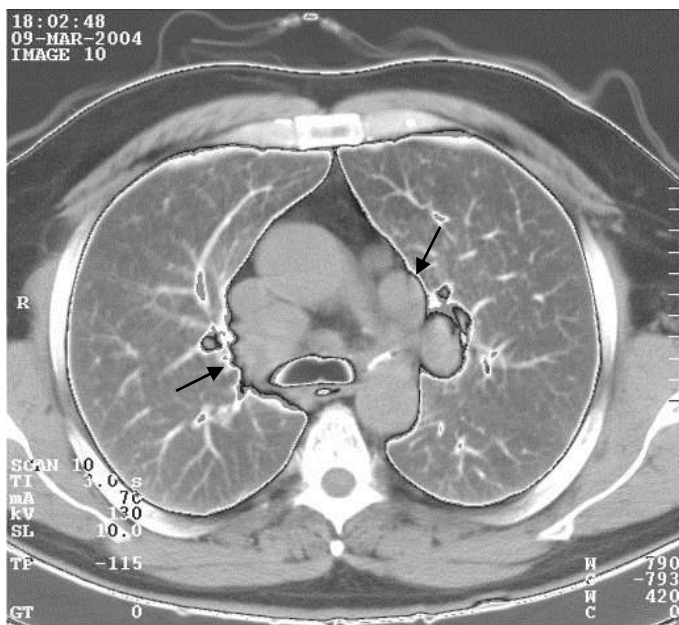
Компьютерная томограмма грудной клетки на уровне бифуркации трахеи. Увеличенные лимфатические узлы средостения (стрелки). Лимфома Ходжкина
